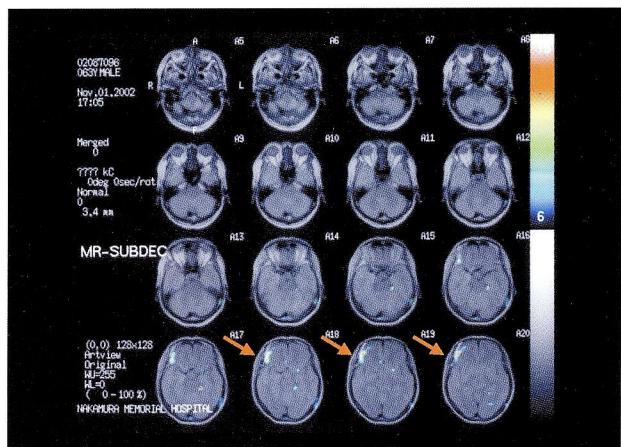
63歳、男性のART解析による前交通動脈瘤術後のMRI-IMP (安静時) SPECT registration
